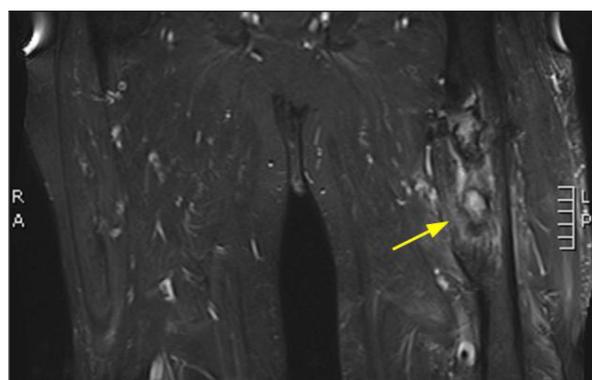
Coupe coronale IRM des cuisses mettant en évidence une collection intra-osseuse de 7 x 2 cm dans le tiers moyen de la diaphyse fémorale gauche avec des traces de remaniements osseux hypertrophiques. La corticale fémorale est souflée et partiellement détruite.
